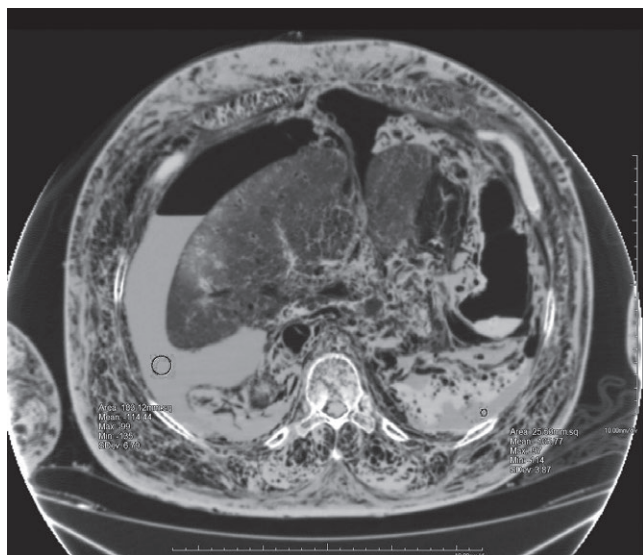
МСКТ живота гнилостно измененного трупа. Большое скопление гнилостных газов в органах и тканях. Гнилостная жидкость в брюшной полости трупа (обведена кружком) [18].
